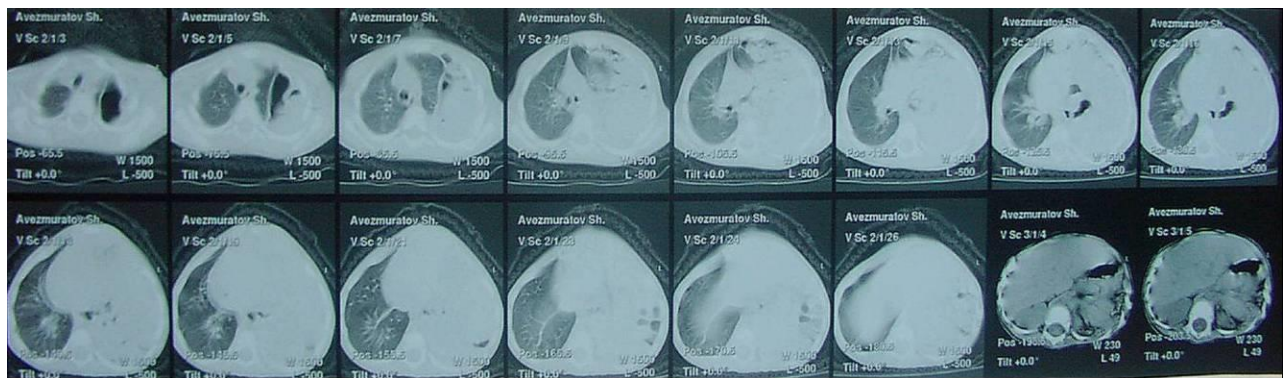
КТ при диафрагмальной грыже
